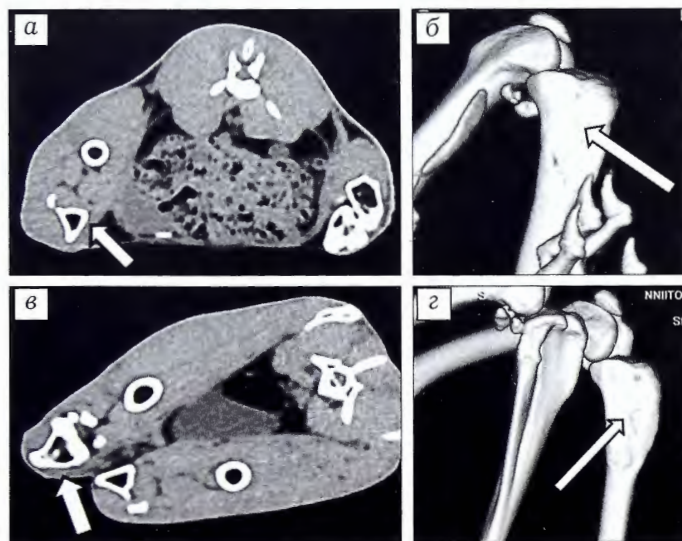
МСКТ-картина оперированного сегмента через 3 мес после санации.
